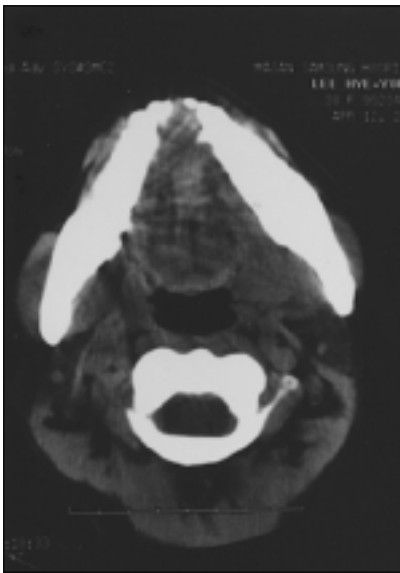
Preoperative CT(axial view).
